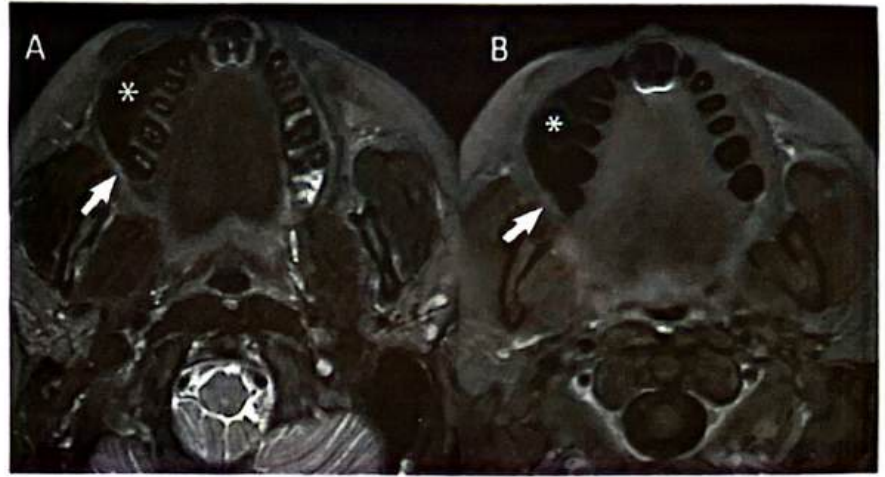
Ressonância Magnética durante manobra de "bochecha cheia" (*) demonstrando pequena lesão infiltrativa (CEC) no sulco gingivobucal à direita, evidenciado nas sequências STIR (A) e T1 pós contraste (B).
